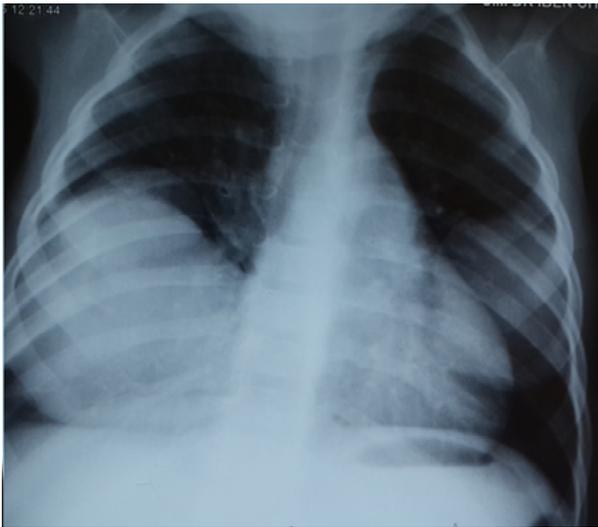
Radiographie thoracique montrant l'image en boulet de canon d'un KHP séjournant à la base pulmonaire droite.
